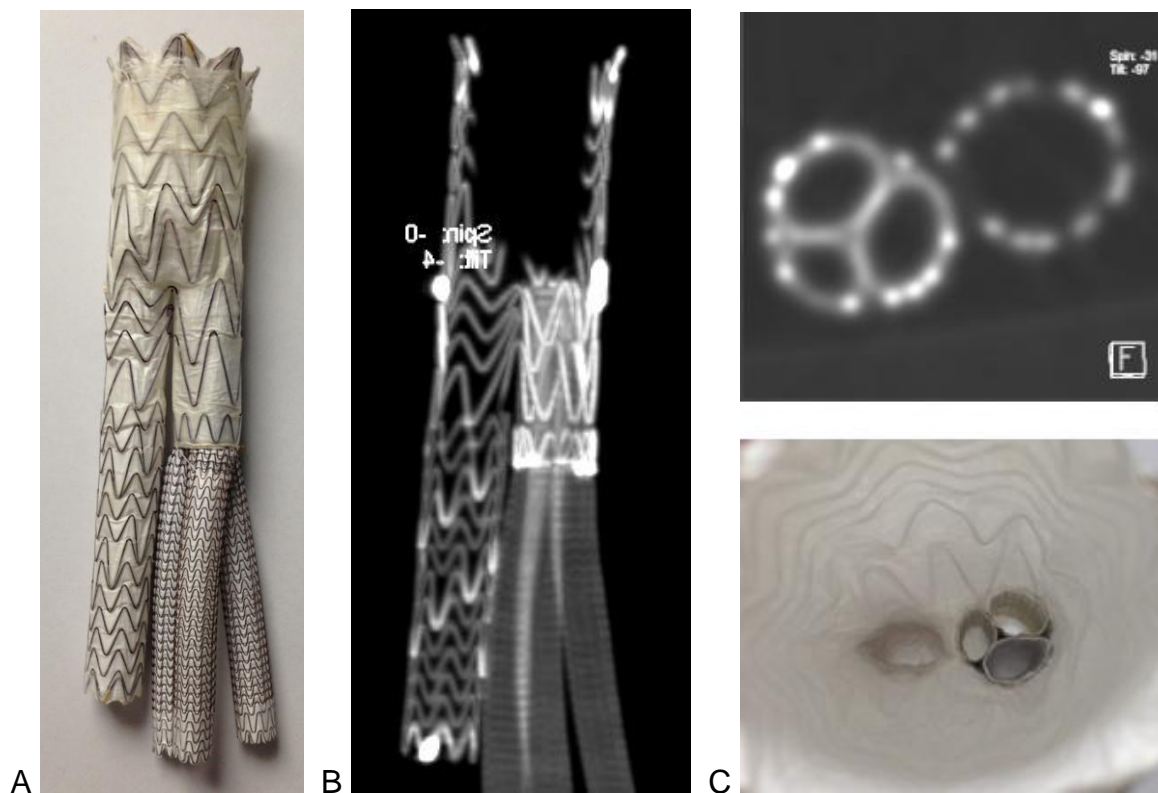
ENDOPRÓTESE BIFURCADA COM OS TRÊS STENTS RECOBERTOS (VIABAHN®) DENTRO DA “PERNA” CURTA (A); IMAGEM DA TOMOGRAFIA COMPUTADORIZADA COM RECONSTRUÇÃO MIP (B); IMAGEM DO CORTE AXIAL NA TOMOGRAFIA E NA AVALIAÇÃO VISUAL (C)
